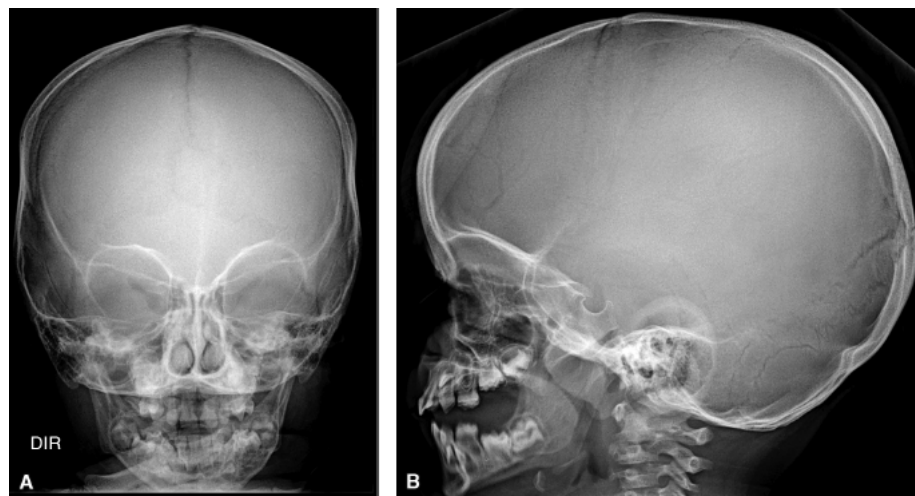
Radiografia simples do crânio nas incidências anteroposterior (A) e perfil (B).
